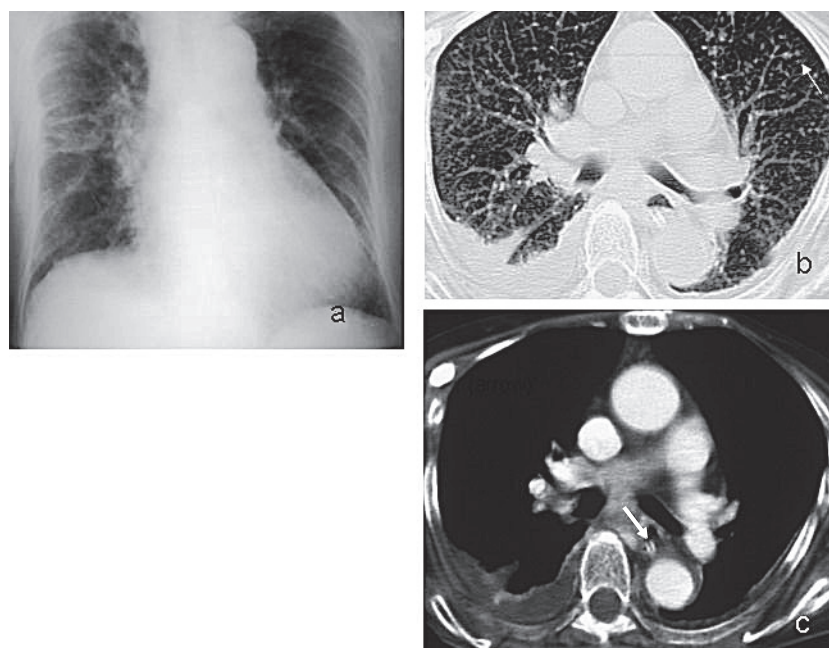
Chest radiograph (a) and CT (b, c) on admission. (a, b) Bilateral pleural effusion and diffuse small nodular shadows (arrows) were observed in both lung fields. (c) Right hilar and mediastinal lymph adenopathy and clippings of the esophagus (arrow) were observed.
